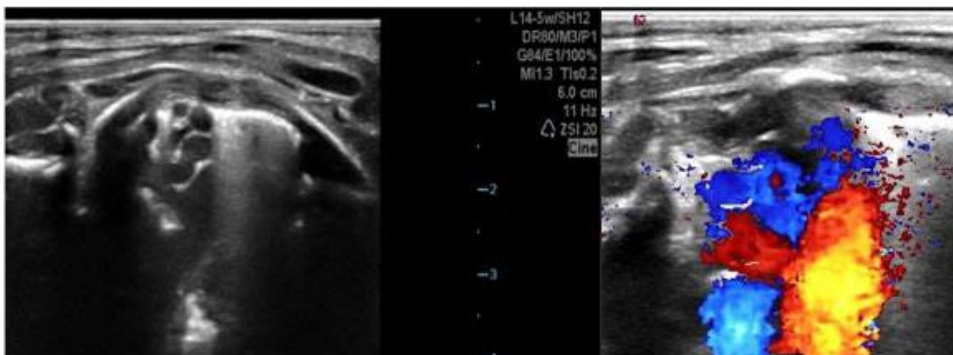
Ultraschall Thorax von dorsal (ohne und mit Doppler)
